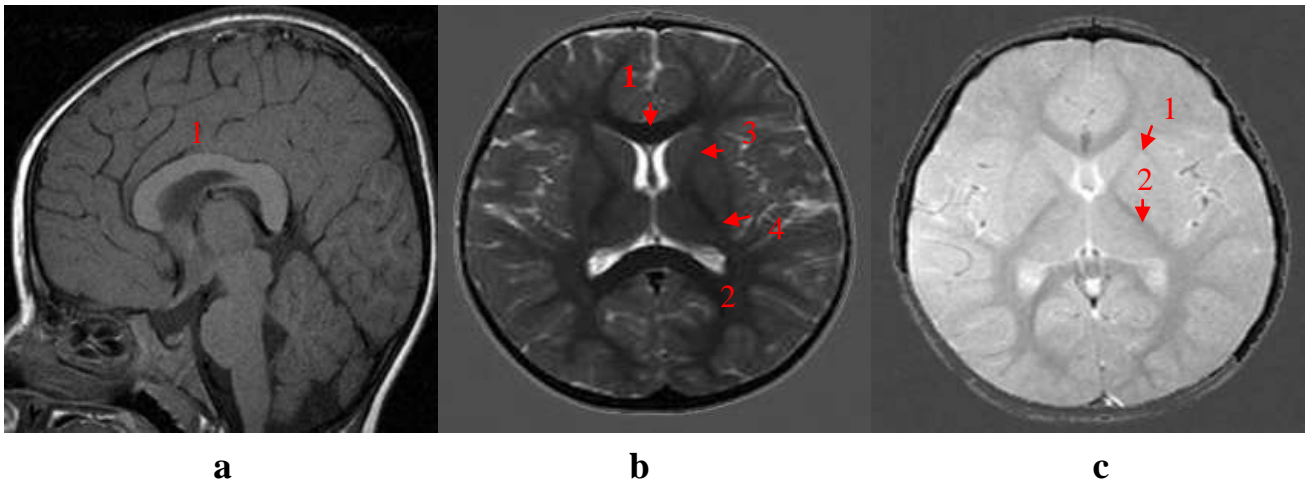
Zones myélinisées en SEpT1 et SEpT2 à l'IRM
